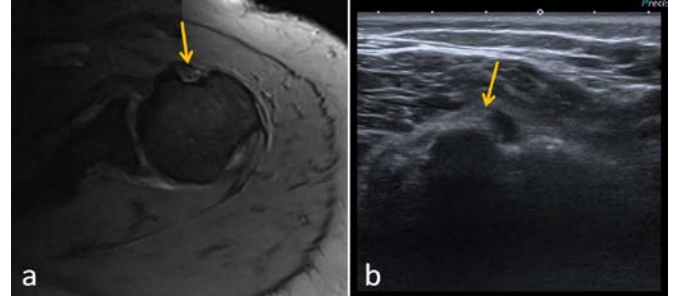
Omuz MRG (a) ve US (b) incelemesinde, supraspinatus tendonunda artikulär yüzde parsiyel yırtık (oklar) izlenmektedir. Ancak omuz US incelemesinde tendon, germe manevrası ile değerlendirildiğinden yırtık daha belirgin olarak izlenmektedir.
